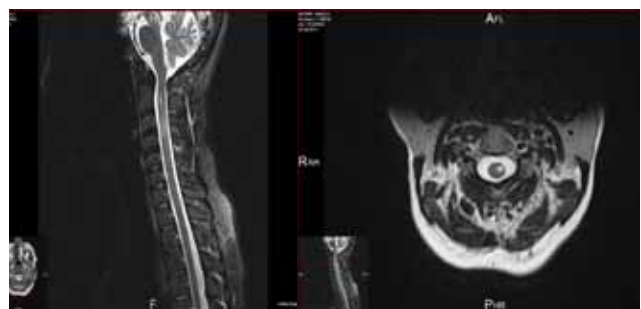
Sagittal MRI of cervical spine visualized lesions of various sizes with irregular shape, extends from C2 to C5 (left). MRI of the spinal cord in axial plane shows lesion of the left lateral side of spinal cord (right).
